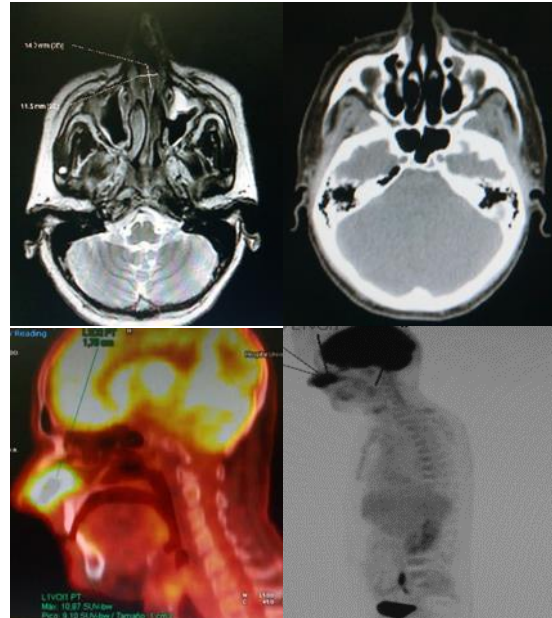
A. Corte axial TC nasal y senos paranasales antes del tratamiento. Lesión destructiva de septum nasal de 1-1,5 cm de diámetro, hipointensa y con restricción de difusión en todas las secuencias. B. Corte axial de TC nasal y senos paranasales postratamiento con desaparición de la lesión. C y D. PET-TC (F18FDG) nasal y de cuerpo entero que muestra tumor hipermetabólico en *septum* nasal.
